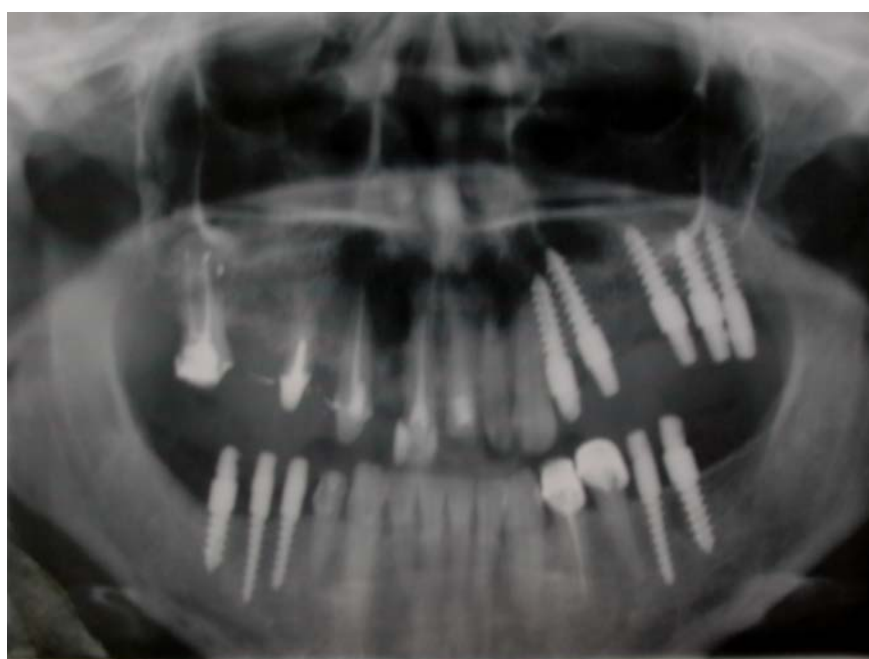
Рентгенограмма того же пациента через 6 месяцев после имплантации
